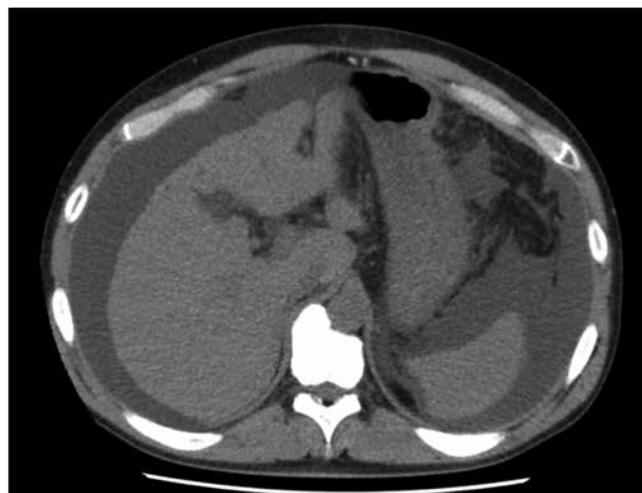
Abdominal CT : two months before admission
